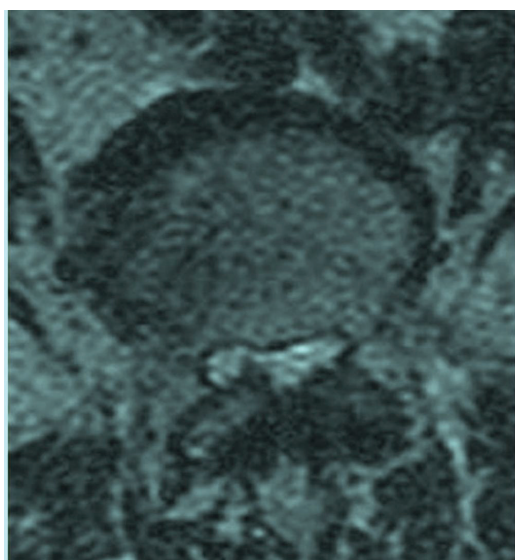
Аксиальний розріз. МРТ-зображення помірно тяжкого поперекового спінального стенозу на рівні L4-L5, спричиненого правою парамедіанною грижею диска та тяжкою гіпертрофією жовтої зв'язки
